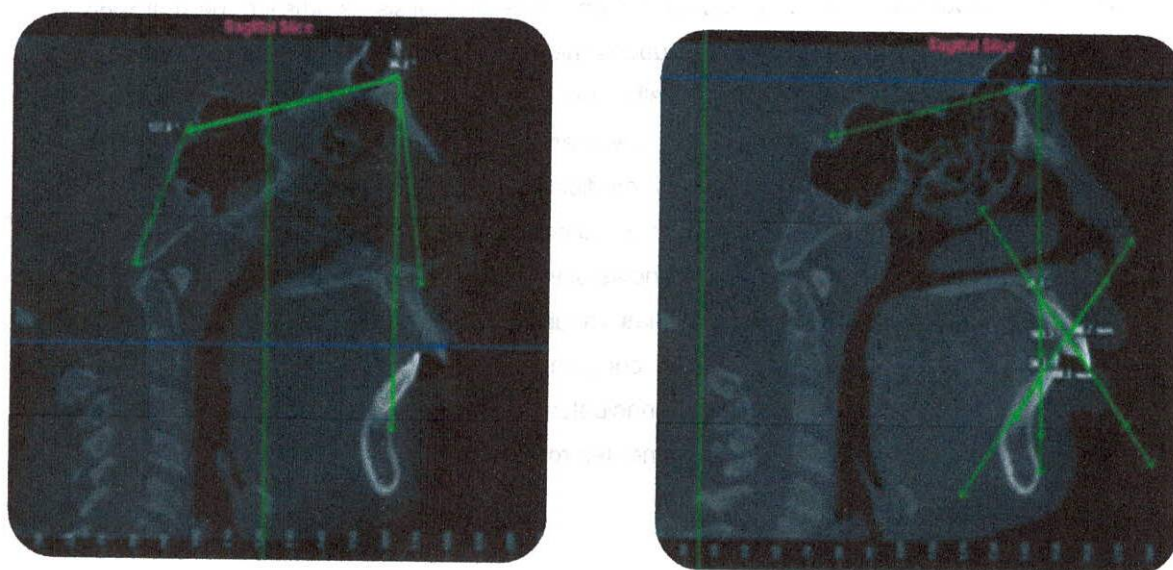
Trazo de las medidas angulares sobre tomografía en corte sagital medio
